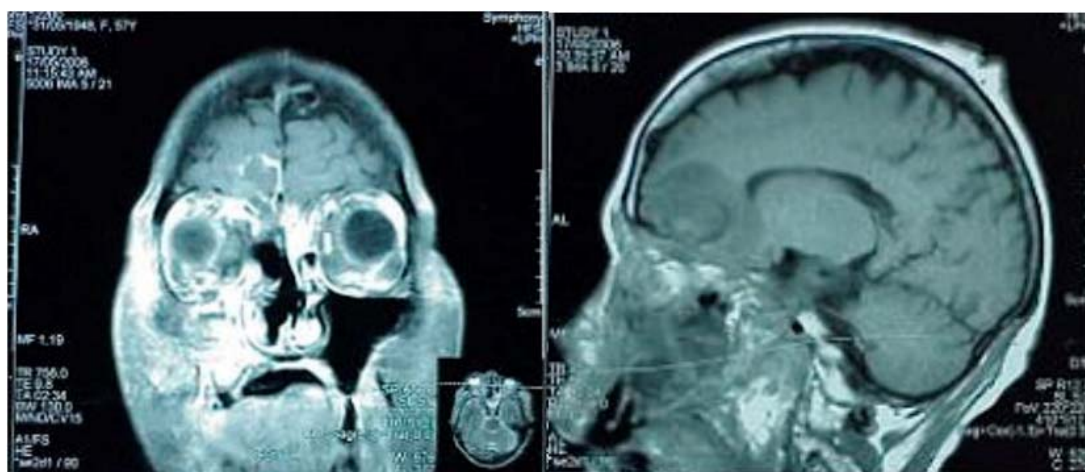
Imágenes de Resonancia Magnética. a) Corte coronal: evidencia de compromiso de senos paranasales maxilares, etmoidales y frontales así como compromiso orbital y lesión cerebral. b) Corte sagital: lesión en parénquima cerebral.
